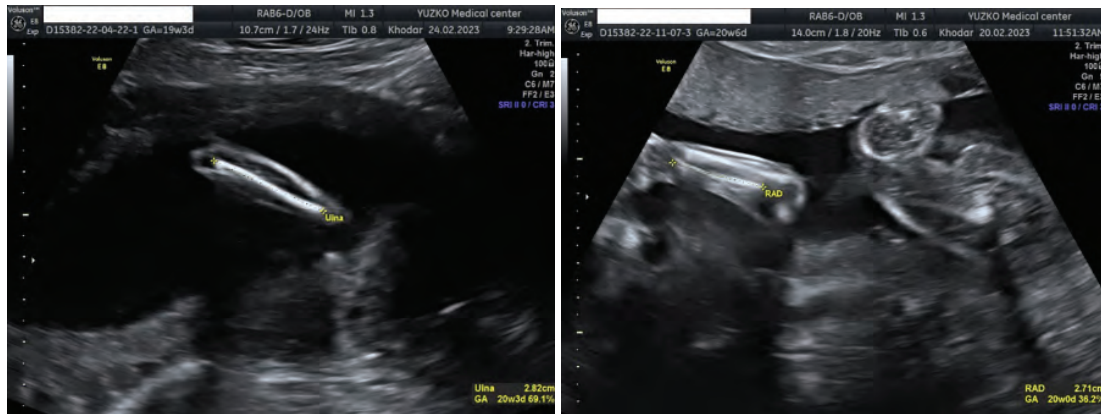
Fetal ulna and radius ultrasound at 20 weeks of gestation.
